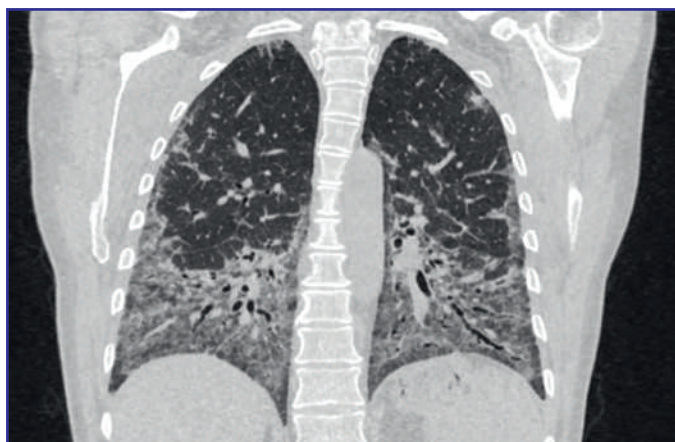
МСКТ легких, корональная проекция
